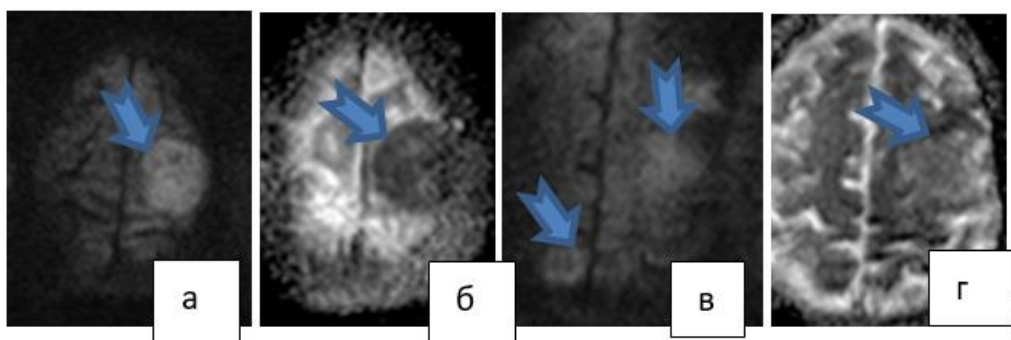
25.12.2018. МРТ в режиме DWI.
